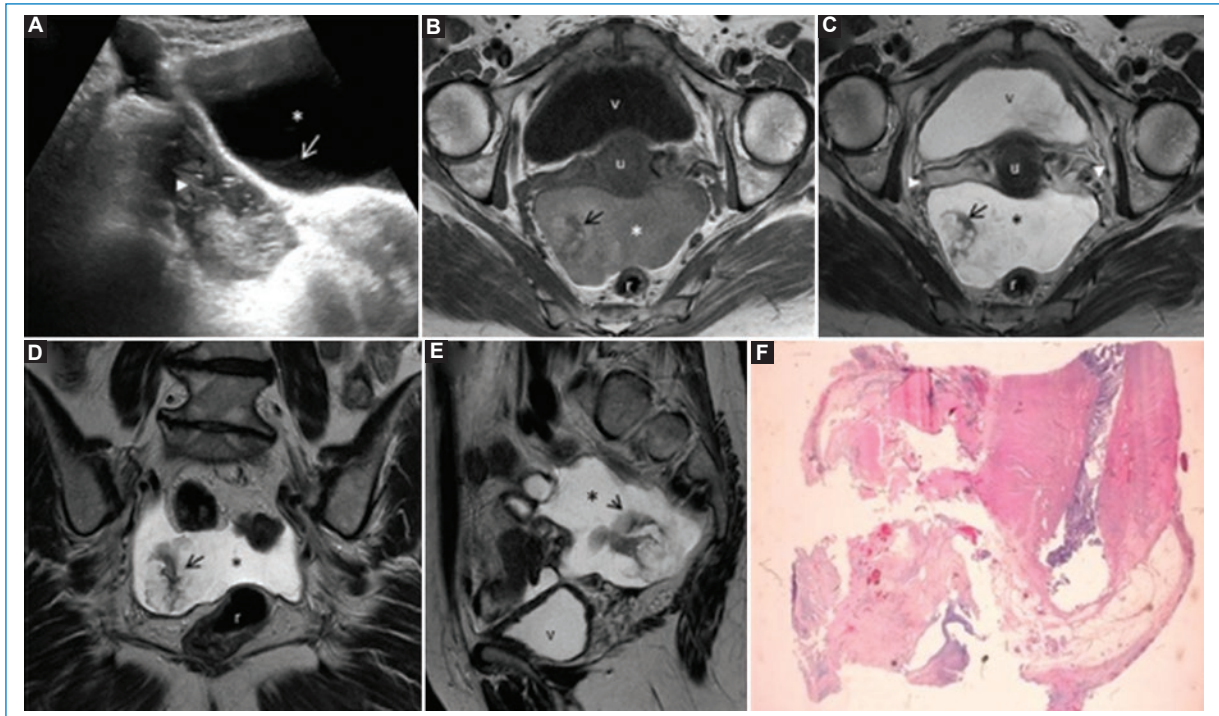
Pseudomixoma peritoneal. A: en la ecografía abdominal se observa líquido libre abdominal (asterisco) organizado con septos y tabiques, así como contenido de ecogenicidad mixta (flecha blanca). La RM pélvica muestra una masa compleja polilobulada en la región aneal derecha (flechas negras) extendiéndose con una tumoración pediculada y vegetante en fondo de saco pélvico de intensidad heterogénea, predominantemente hipointensa en T1 axial (B) e hiperintensa en T2 axial (C), coronal (D) y sagital (E). Corte histológico, H-E 40x (F). Porción distal del apéndice cecal ocupada por una neoplasia quística mucosecretora con abundante mucina que rompe la pared y se extiende hacia el peritoneo.
